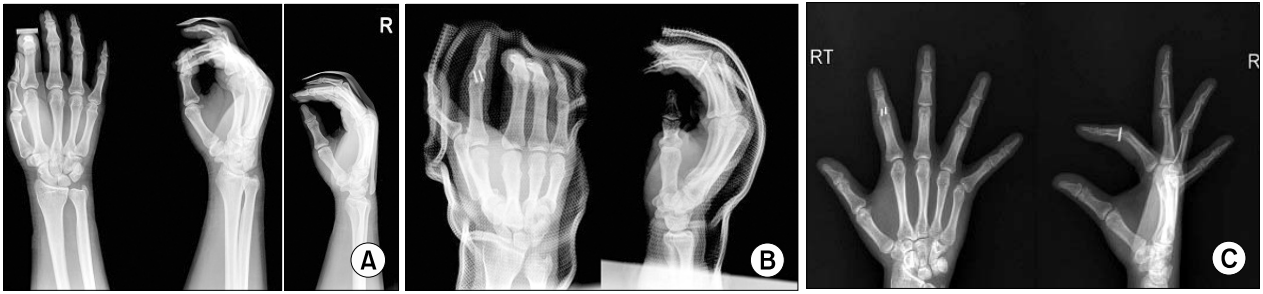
(A) A 22-year-old male, radiographs show a midphalangeal fracture with 50 % involvement of the articular surface, (B) Postoperative radiographs show a reduction of the PIP fracture and dislocation, (C) Last follow up (10 month) images shows complete union of the graft.
